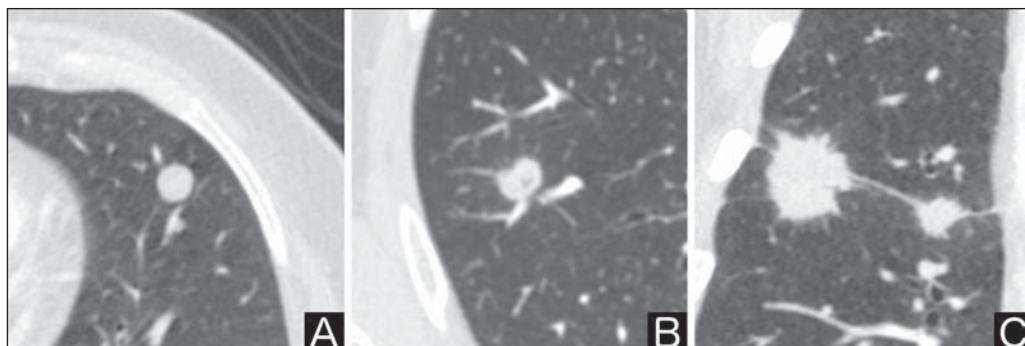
Margens. TC de tórax em janela pulmonar. A: Contornos regulares e margens lisas. B: Contornos lobulados. C: Contornos irregulares.
